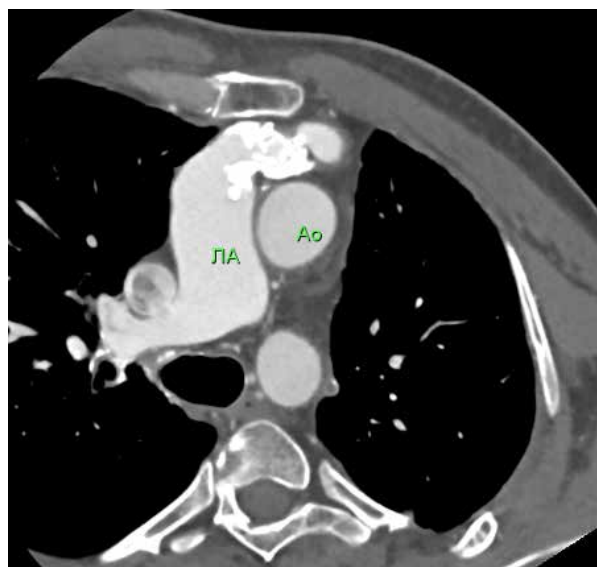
МСКТ в аксиальной проекции на уровне легочного ствола. Анатомические особенности пациента.
